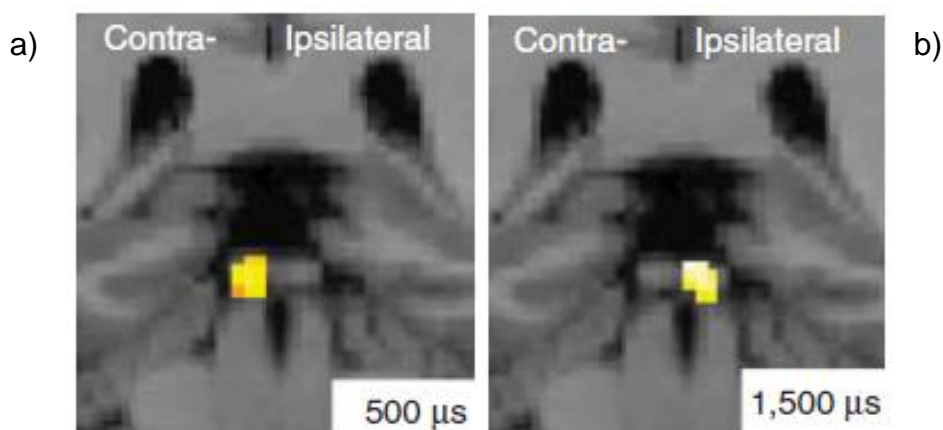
Representação da lateralização da DTI no colículo inferior, por meio de ressonância magnética funcional.
